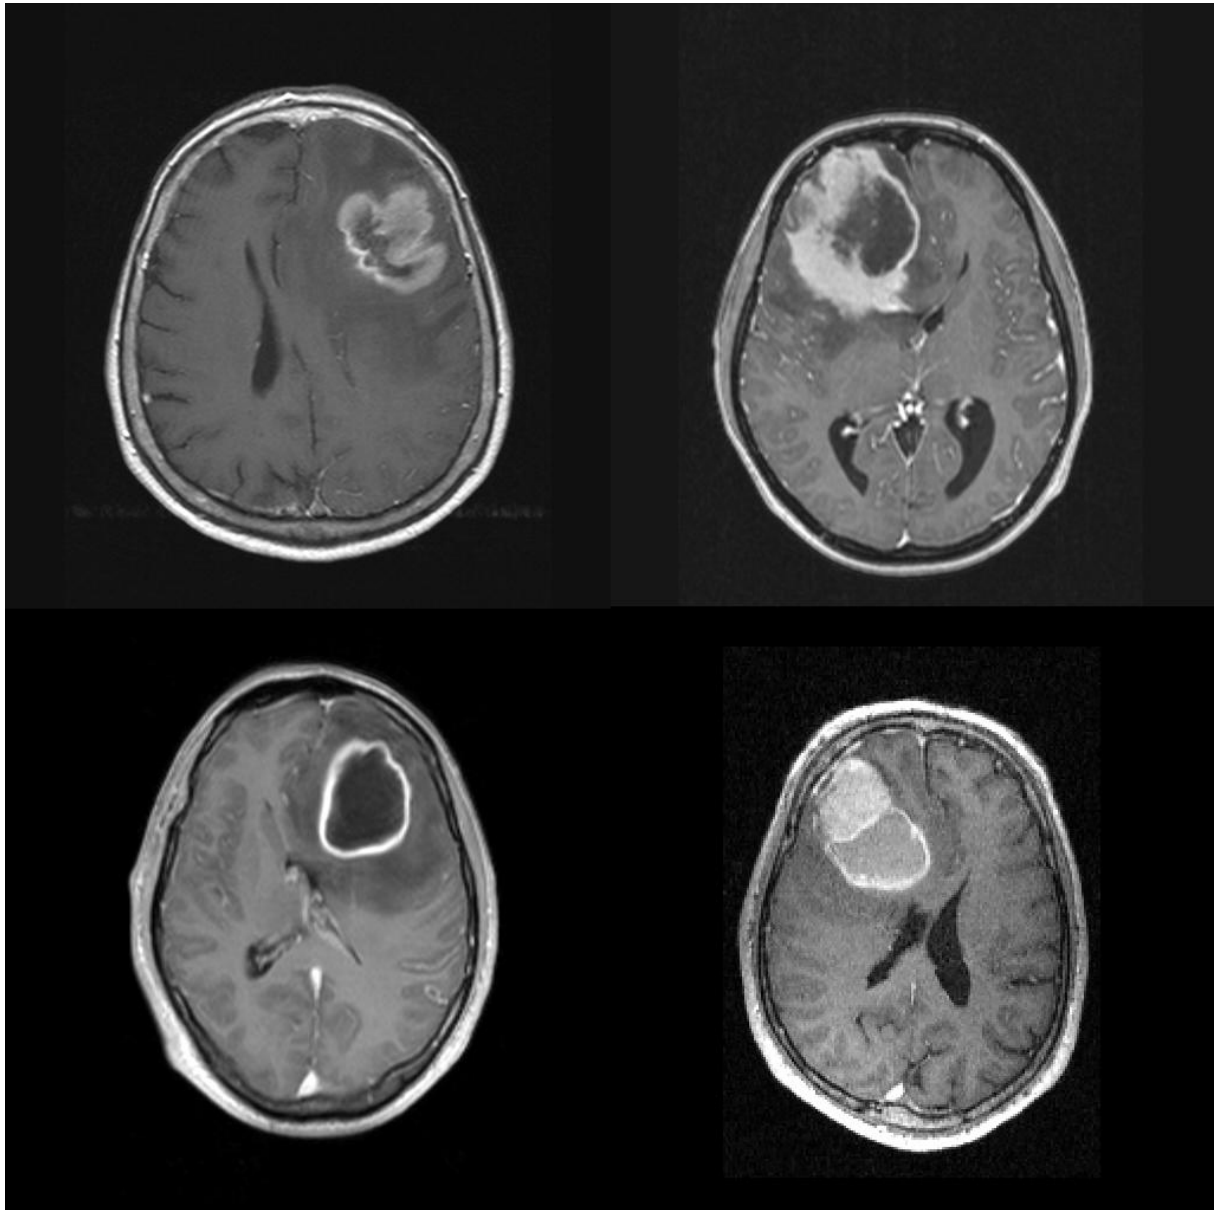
Initiale kontrastmittelgestützte MRT-Bilder unterschiedlicher Entitäten: links oben: B-Zell-Lymphom; rechts oben: B-Zell-Lymphom; links unten: Abszess; rechts unten: Melanommetastasen
